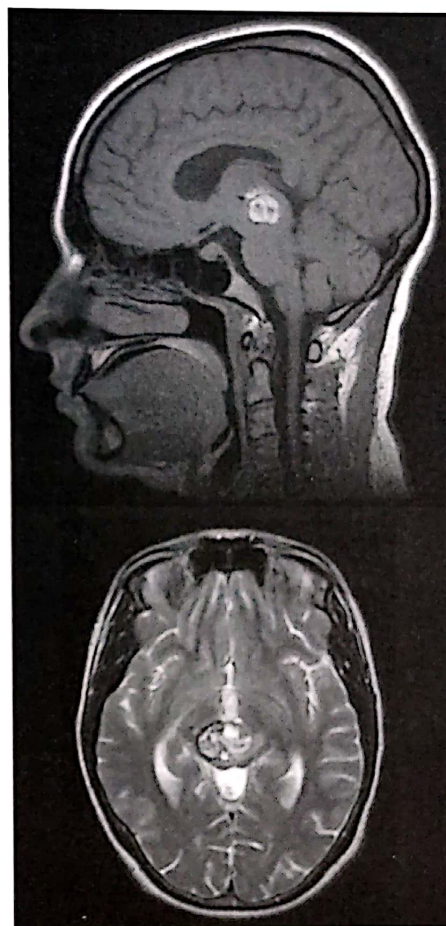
Cavernom mezencefalic. Examinare RMN, secțiune sagitală, secvență T1 (sus). Examinare RMN, secțiune axială, secvență T2 (jos).
